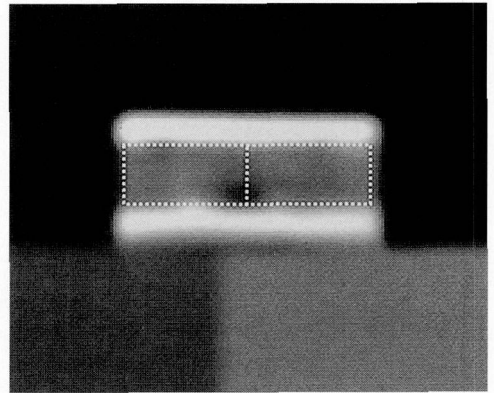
下顎骨無歯顎部の CT 画像と ROI の設定。
